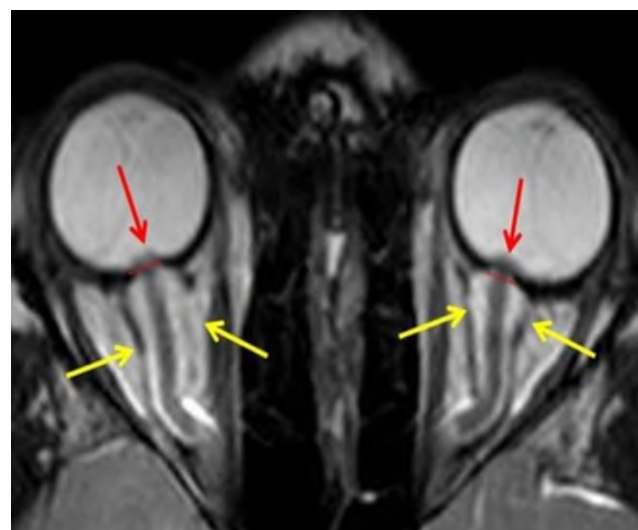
МРТ орбит. На МРТ орбит в аксиальной плоскости отмечается минимально выраженный отек ретробульбарной клетчатки с наличием жидкостного содержимого (желтые стрелки) вдоль зрительных нервов (расширение субарахноидального пространства), приводящие к масс-эффекту зрительных нервов (красные стрелки) и деформации глазного яблока [Фокин В.А., 2020]
